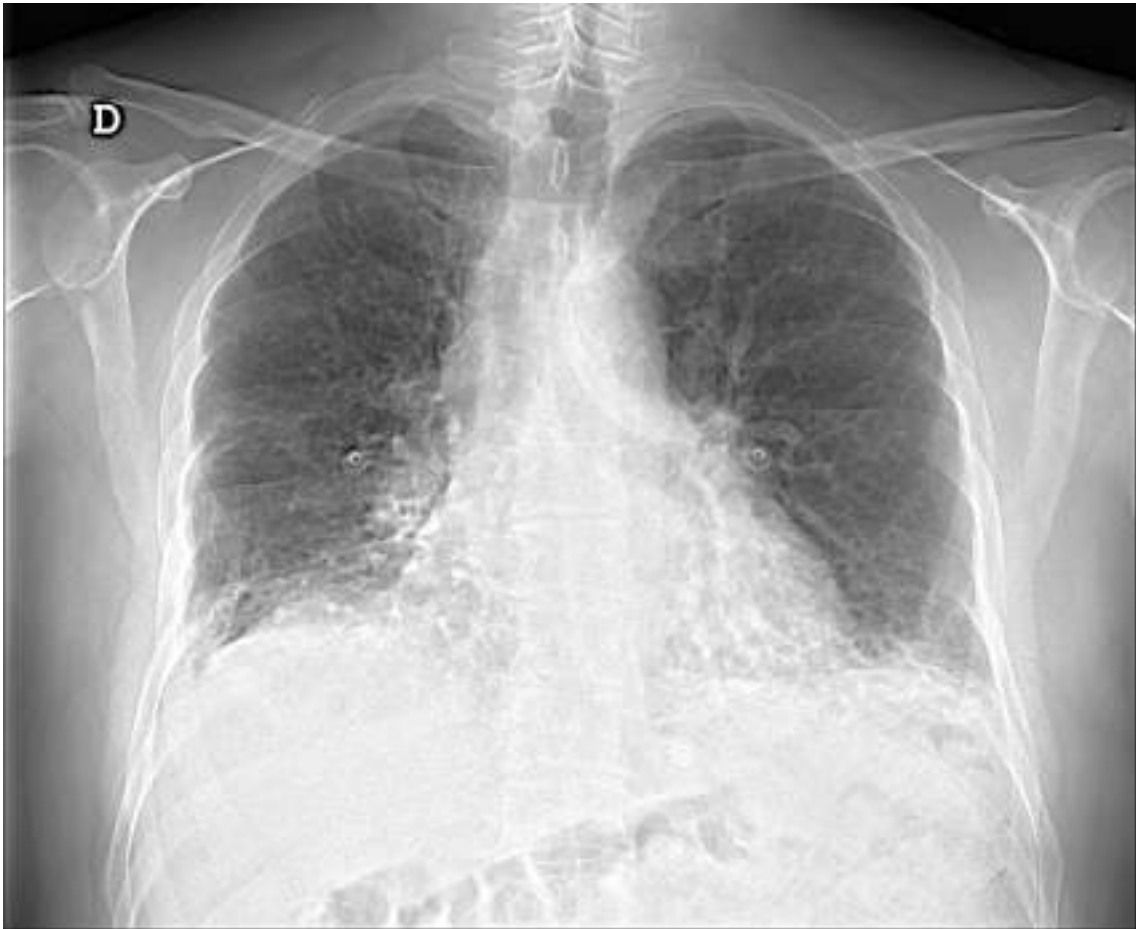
Radiografía de tórax (proyección PA) de varón con ABPA. Se aprecian bronquiectasias en lóbulos inferiores.
